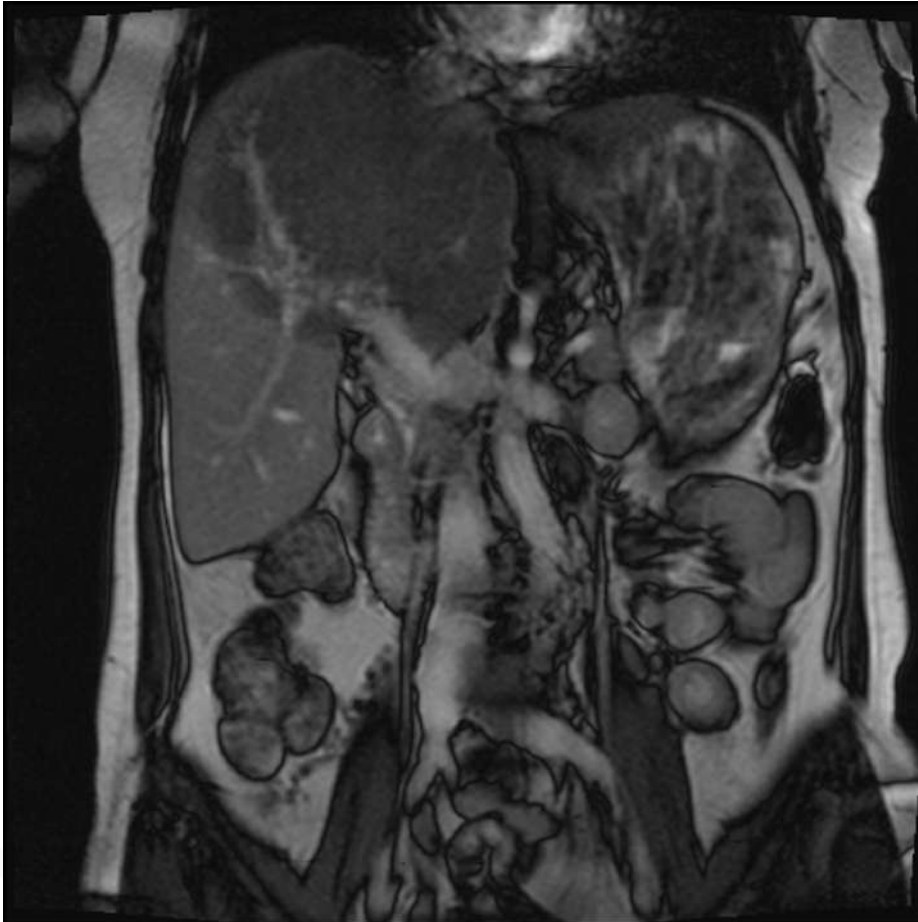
MRI Images show a hypointense lesion with contrast in the right-left lobe of the liver.
